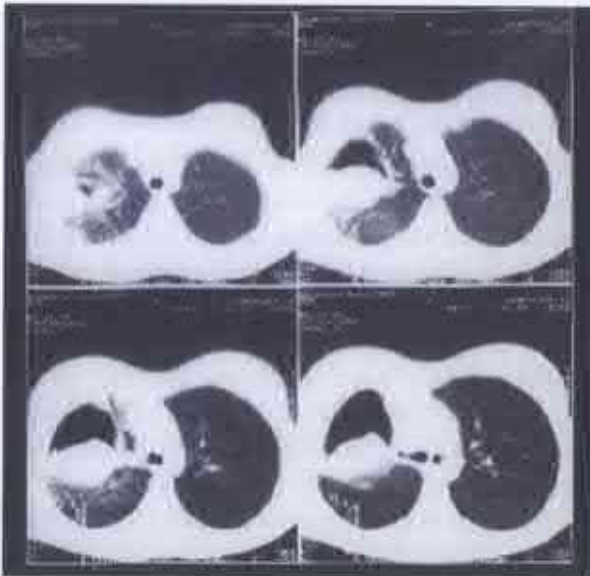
Tomografie computerizată. Bolnava A., 16 ani. Chist hidatic al lobului superior al plămânului.
